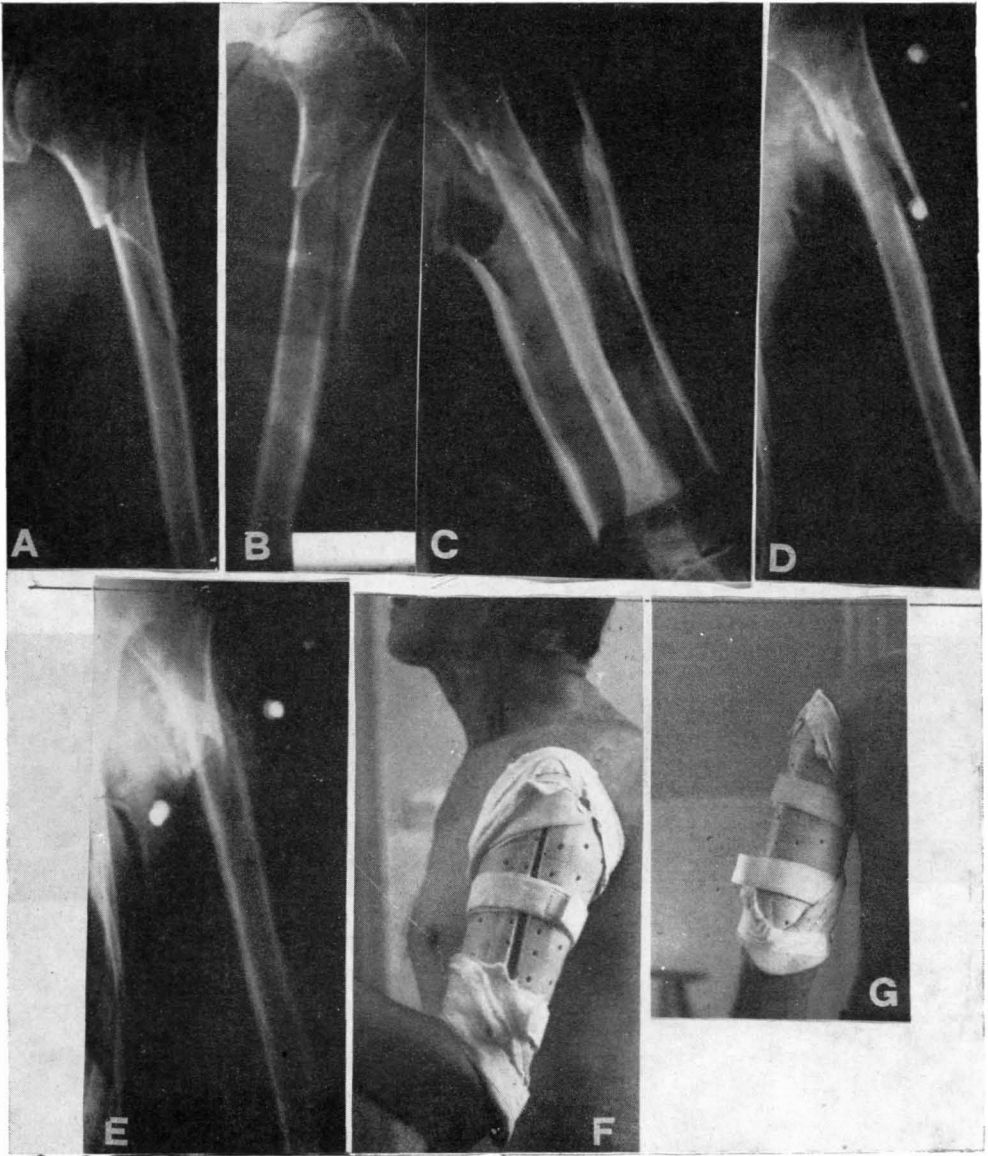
Caso núm. 1: Fractura del tercio proximal de húmero, conminuta, asociada a fractura de parrilla costal. A y B = Reducción de la fractura. C = Colocación del yeso funcional (A C), a los cinco días. D y E = Radiografía con *Arm brace* (A B) a los cuarenta días de evolución. F y G = Detalle de la colocación del *brace* de plástico. H e I = Resultados finales a los cincuenta días de evolución. La única secuela en esta fecha era la falta de elevación del hombro, que paulatinamente la va realizando.
